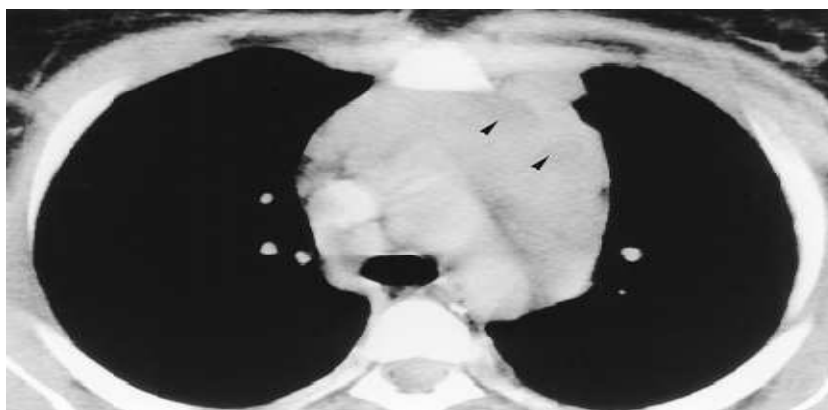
TDM thoracique montrant une atteinte thymique au cours du LH.
